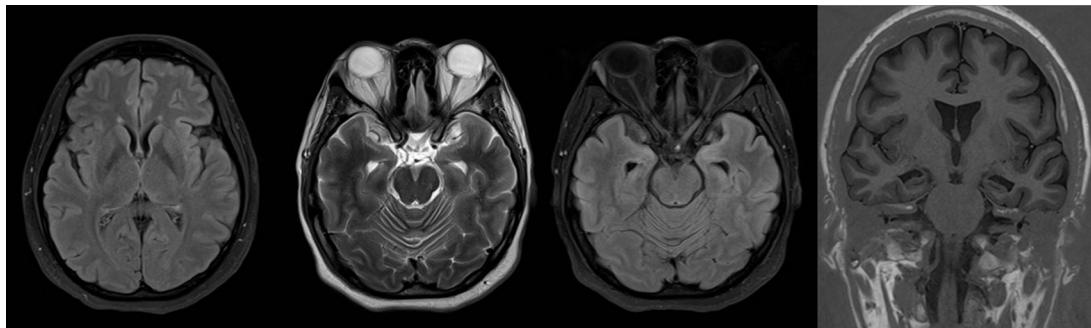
RMN de cráneo. Mejoría del realce límbico.
